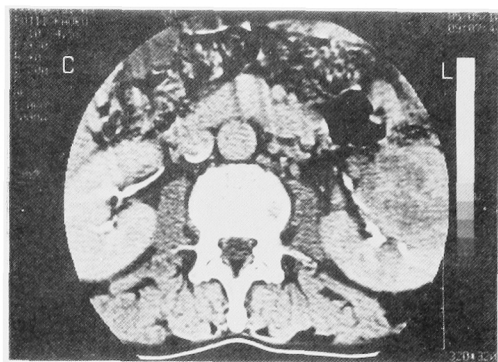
CT scan shows large mass involving left kidney, and massive dilatation of left renal vein, inferior vena cava.
